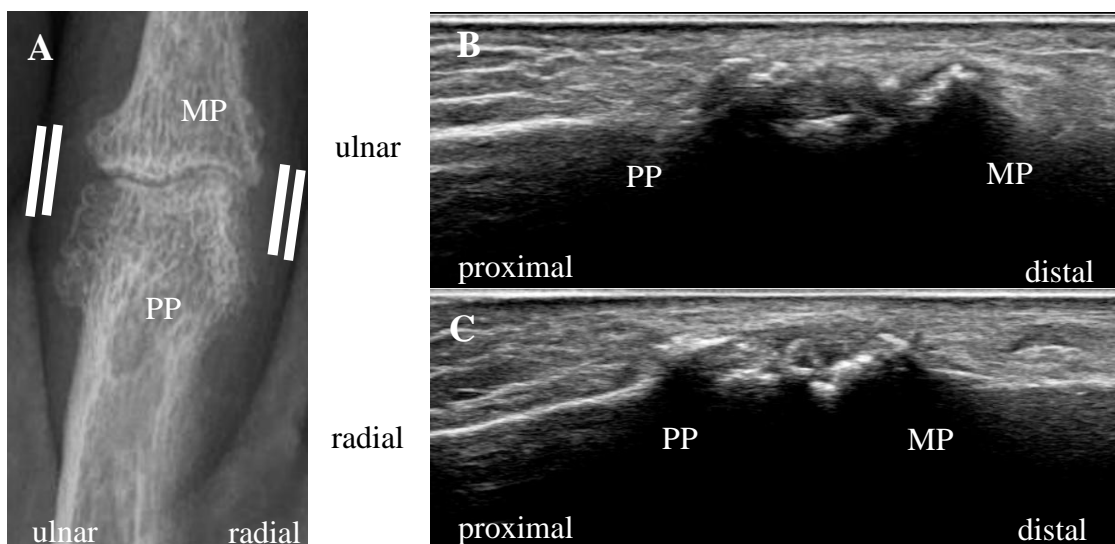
Darstellung des proximalen Interphalangealgelenks (PIP) 4 der linken Hand in der Röntgen- und Ultraschalldiagnostik.
